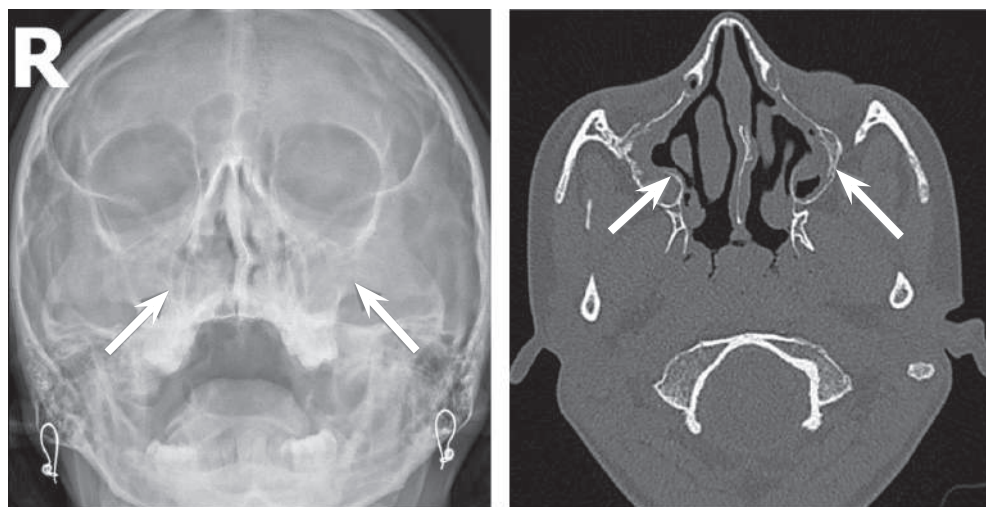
Рентгенография и КТ-скан ОНП пациента Я. Стрелками указаны патологические изменения в обеих ВЧП
